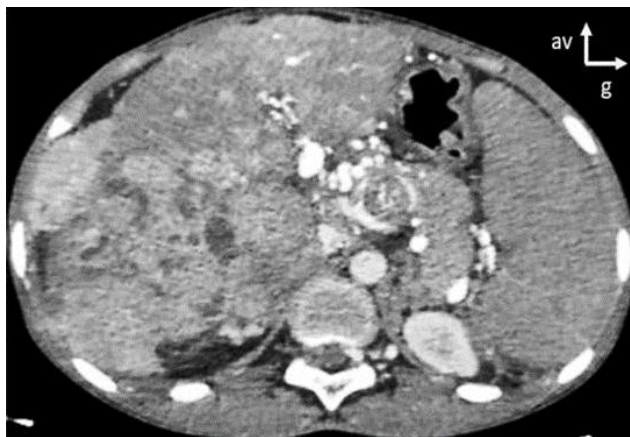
patiente de 52 ans cirrhotique. Coupe axiale de TDM abdominale injectée au temps artériel montrant une lésion hépatique infiltrante hypervascularisée sur foie dysmorphique.
